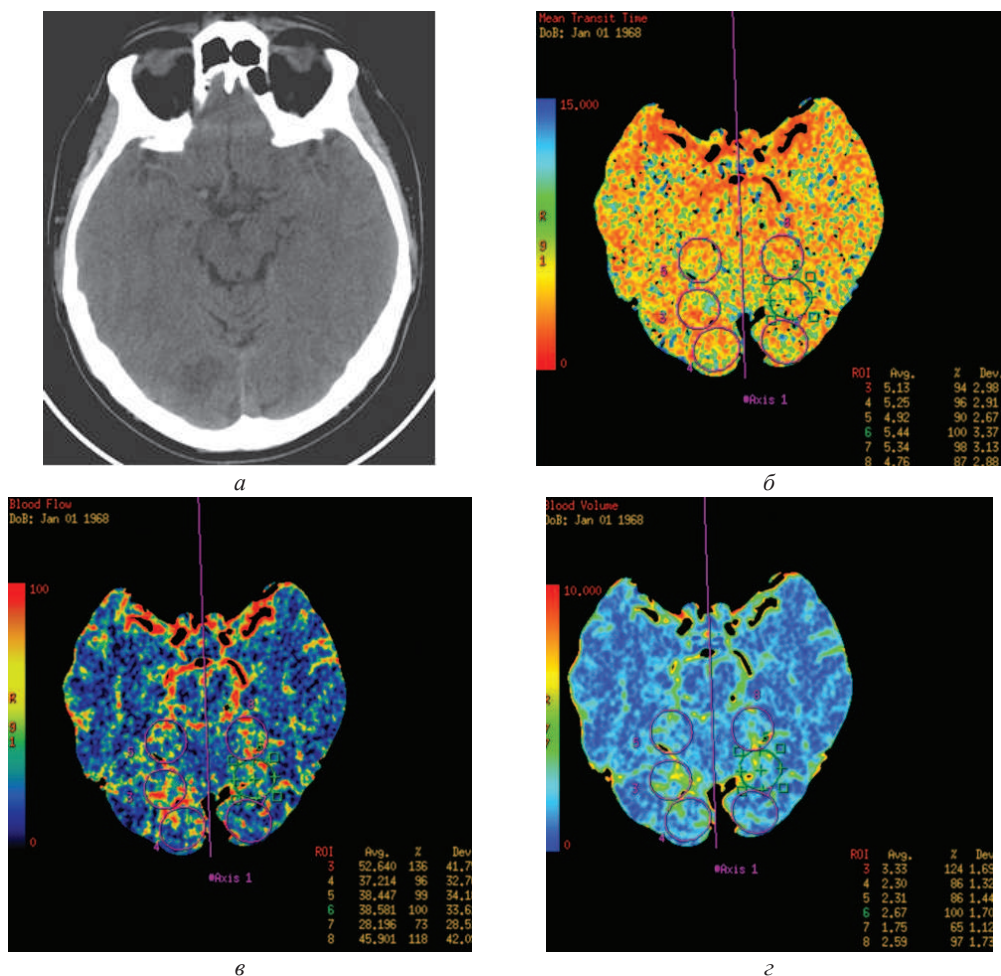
Карты перфузии на уровне очага повреждения в правой затылочной доле при инсульте, связанном с тромбозом правого поперечного дурального синуса:
